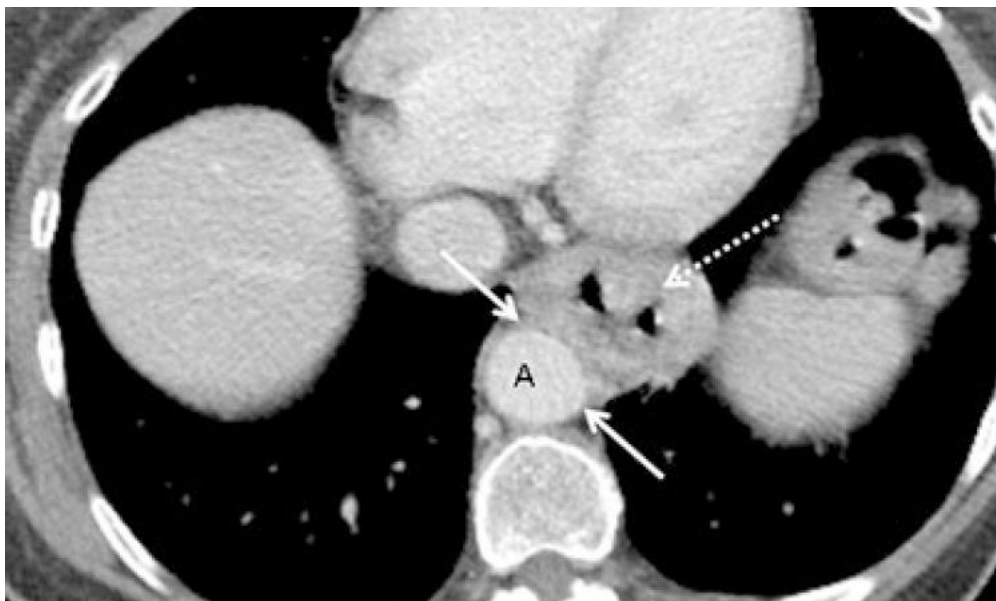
Tomografía computarizada toracoabdominal. Muestra un tumor esofágico inferior circunferencial (Flecha punteada). El arco de contacto con la Aorta torácica (A) es de casi 180 grados, indicando enfermedad T4. (Giacopuzzi, S., Zanoni, A. and Manzoni, G., 2017. *Adenocarcinoma Of The Esophagogastric Junction*. Springer. Página 44)
